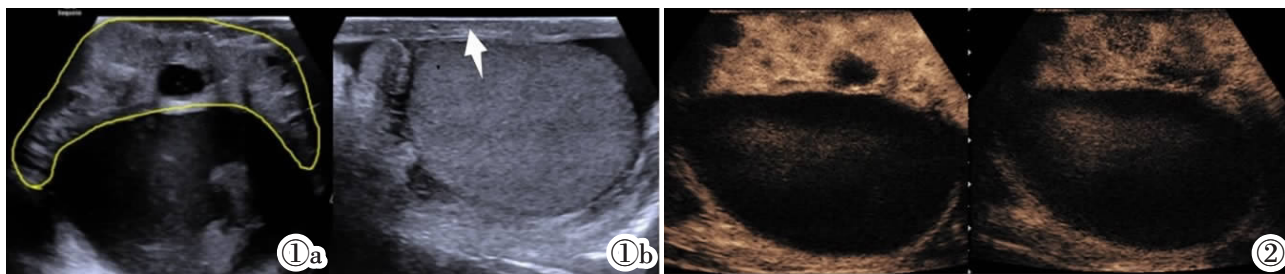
患侧病灶声像图, 黄色标注区为病灶所在区域, 阴囊壁皮肤局限性增厚, 内回声不均, 可见不规则液性暗区。图 1b 对侧正常阴囊壁声像图, 白色箭头所指区显示阴囊壁皮肤正常无增厚, 内回声均匀。图 2 超声造影可见病灶呈不均匀高增强, 消退晚于周围软组织, 病灶内可见无增强区。
